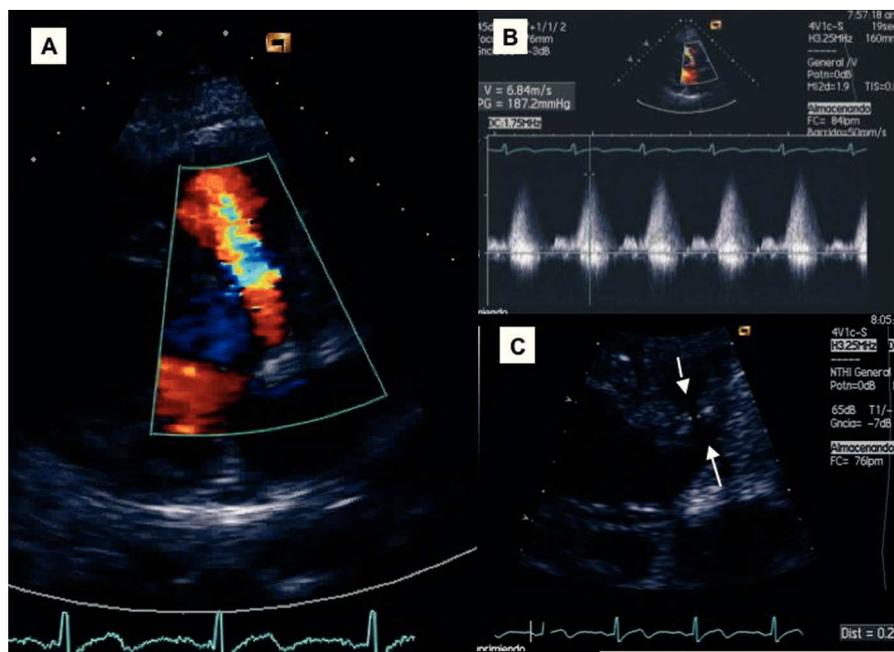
Imágenes de localización perimembranosa de la comunicación interventricular con Doppler color (A), su curva de flujo (B) y detalle de la anatomía con trayecto tubular visible entre las dos flechas (C).
